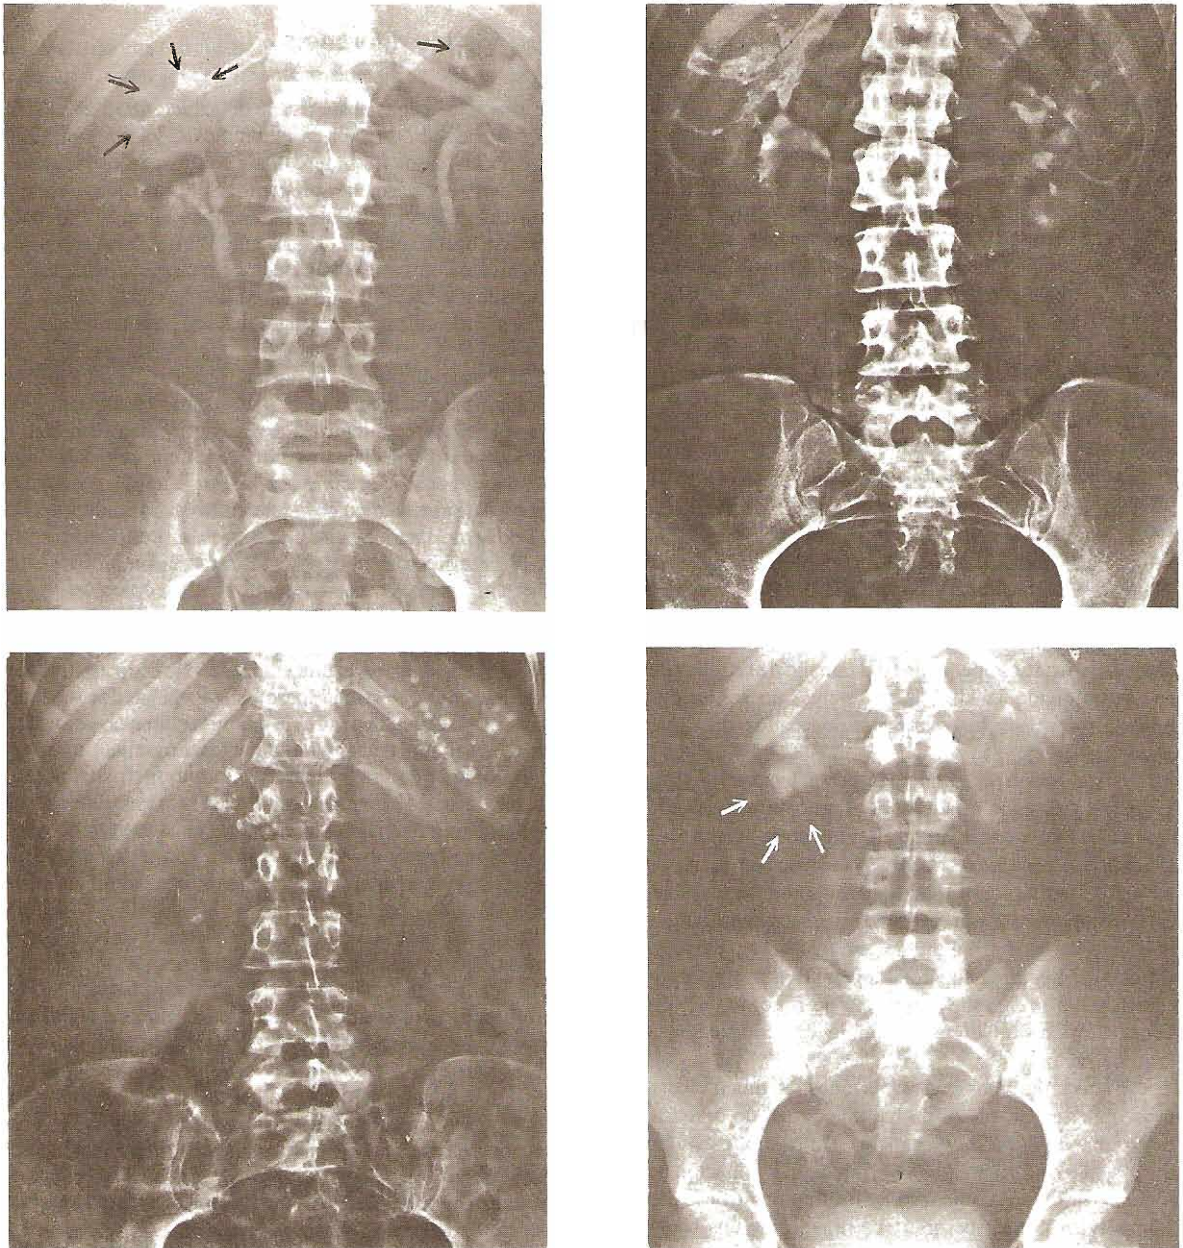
Prueba radiológica de tuberculosis. Arriba izquierda: Urograma excretor que muestra cálices "mordidos" en los polos superiores. Calcificaciones en los cálices superiores; el uréter superior derecho es recto y dilatado. Arriba derecha: Urograma excretor que muestra los cálices ulcerados y dilatados a la izquierda. Abajo izquierda: Radiografía simple que muestra calcificaciones en el riñón derecho, glándulas suprarrenales y bazo (tuberculosis del riñón derecho y enfermedad de Addison). Abajo derecha: Urograma excretor. Dilatación de los cálices; uréter superior derecho recto y dilatado. Las flechas señalan unos abscesos parenquimatosos pobremente definidos.
